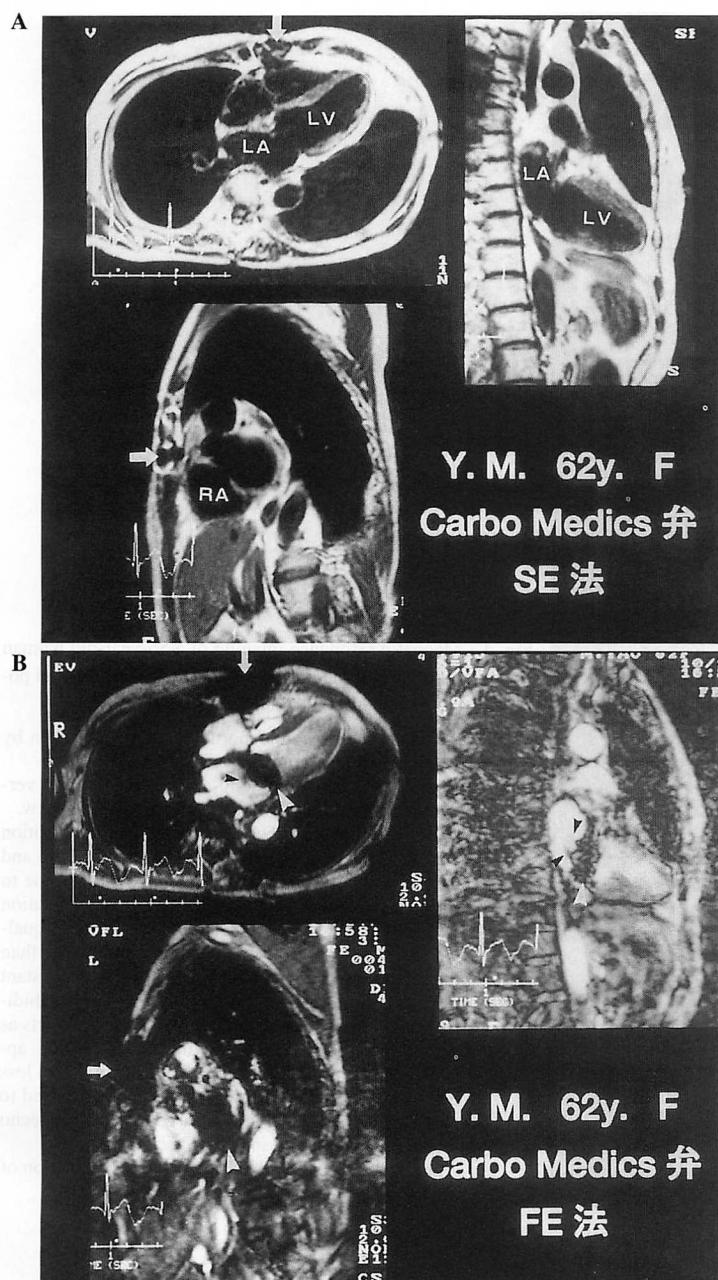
Magnetic resonance imaging of a 62-year-old woman with a CarboMedics prosthetic valve in the mitral position and sinus rhythm
